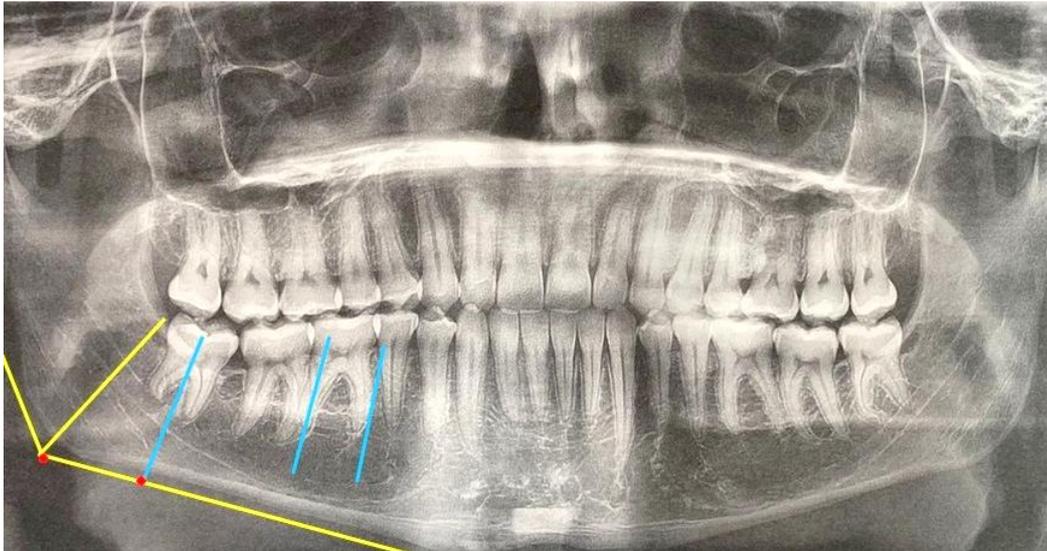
Ортопантомограмма пациента после нормализации положения правого зуба мудрости и установки его в зубной дуге
